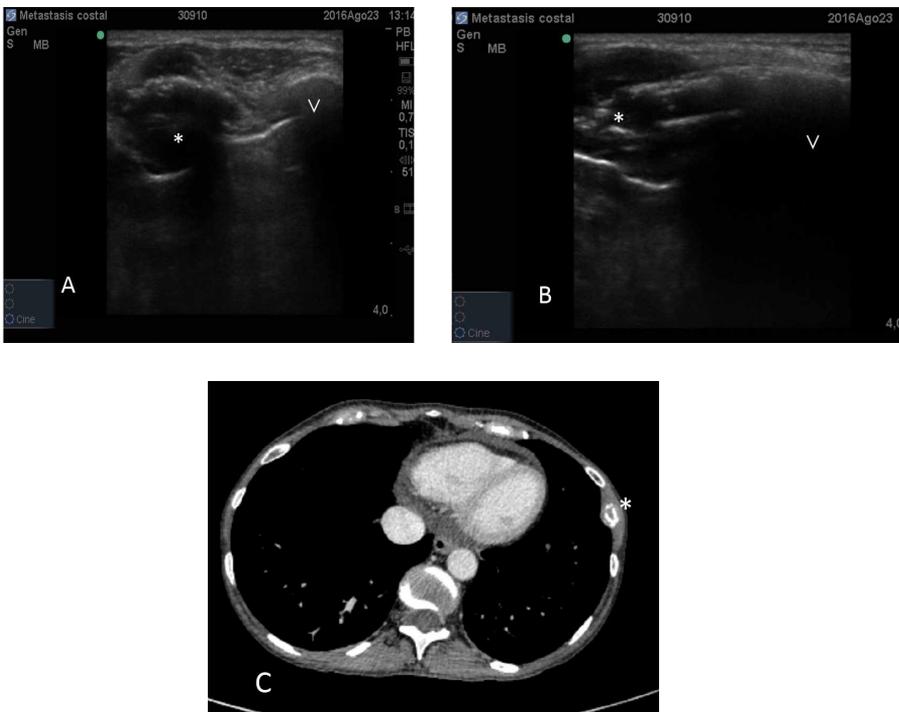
Metástasis ósea costal. A: Visión transversal. B: Visión longitudinal. *: costilla afectada. V: Costilla no afectada. Nótese la sombra acústica completa en la costilla sana y la permeación a los ultrasonidos de la costilla afecta.
